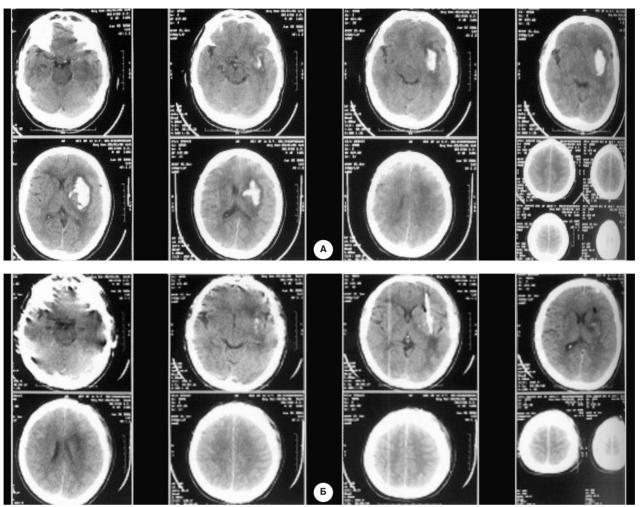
Компьютерные томограммы больного П., 54 года
